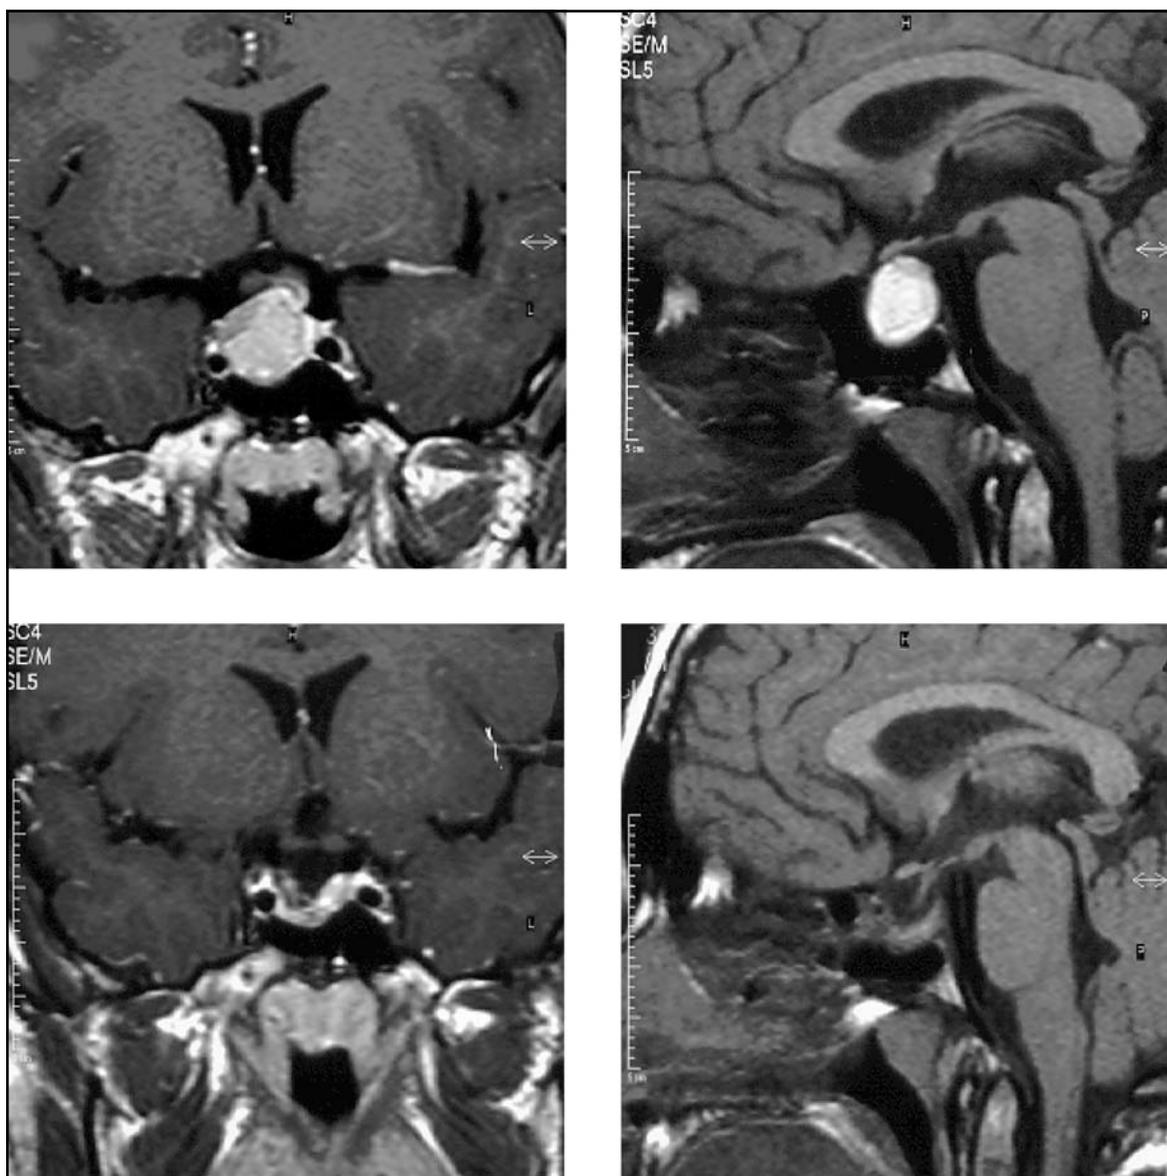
Adenoma produtor de PRL, RM cortes coronais e sagitais, pré e pós-operatório.
